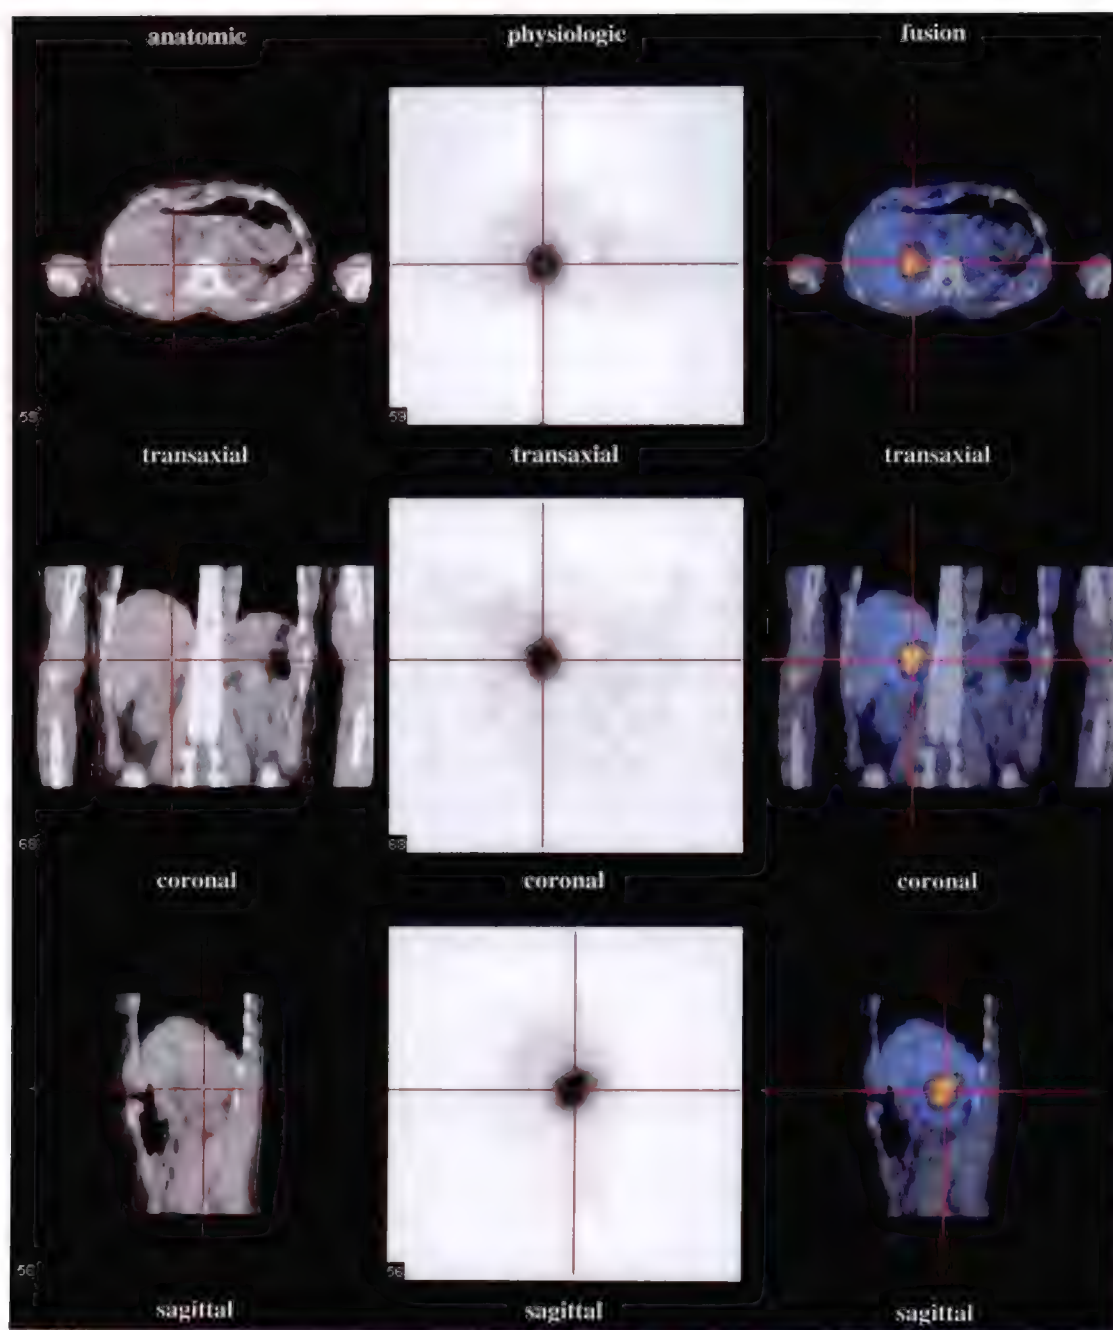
右肾嗜铬细胞瘤 SPECT/CT 显像图
